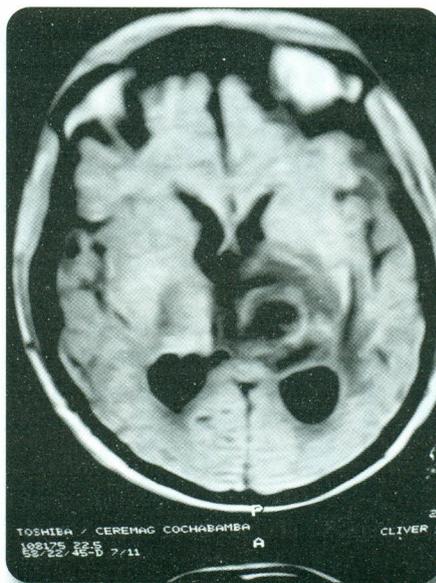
a) (RM que muestra pared de la masa hiperintensa con hipointensidad de la lesion) b) (RM que muestra imagen hiperdensa)
